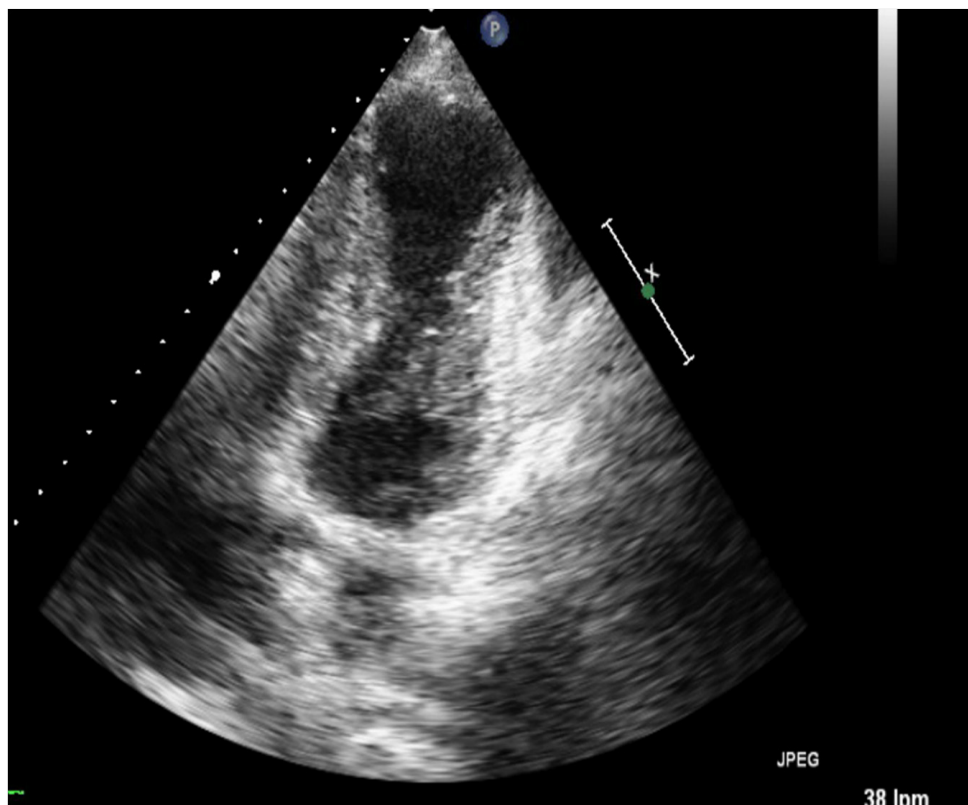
Imagen de aneurisma apical en ecocardiografía (plano de 4 cámaras modificado)
